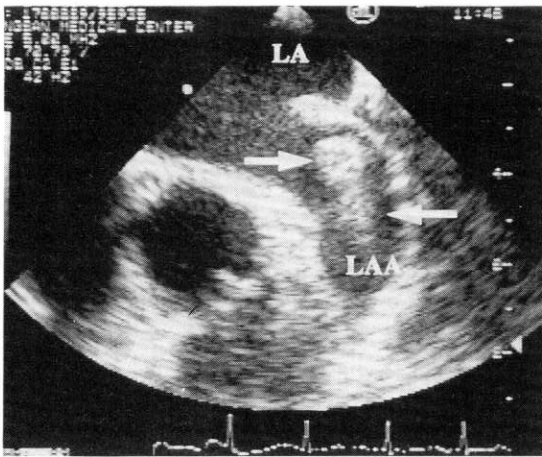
Transesophageal echocardiography showing a large thrombus in the left atrial appendage.
